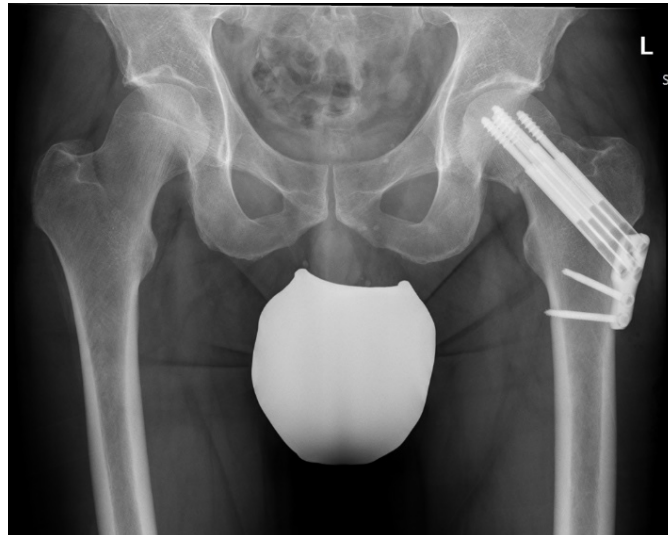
Röntgen Beckenübersichtsaufnahme - Osteosynthese einer Schenkelhalsfraktur links
